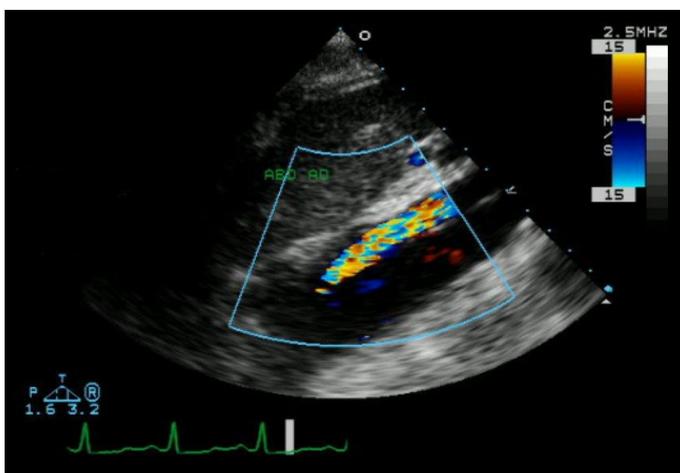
Dissecção de aorta em vista longitudinal por ecocardiografia transesofágica.
